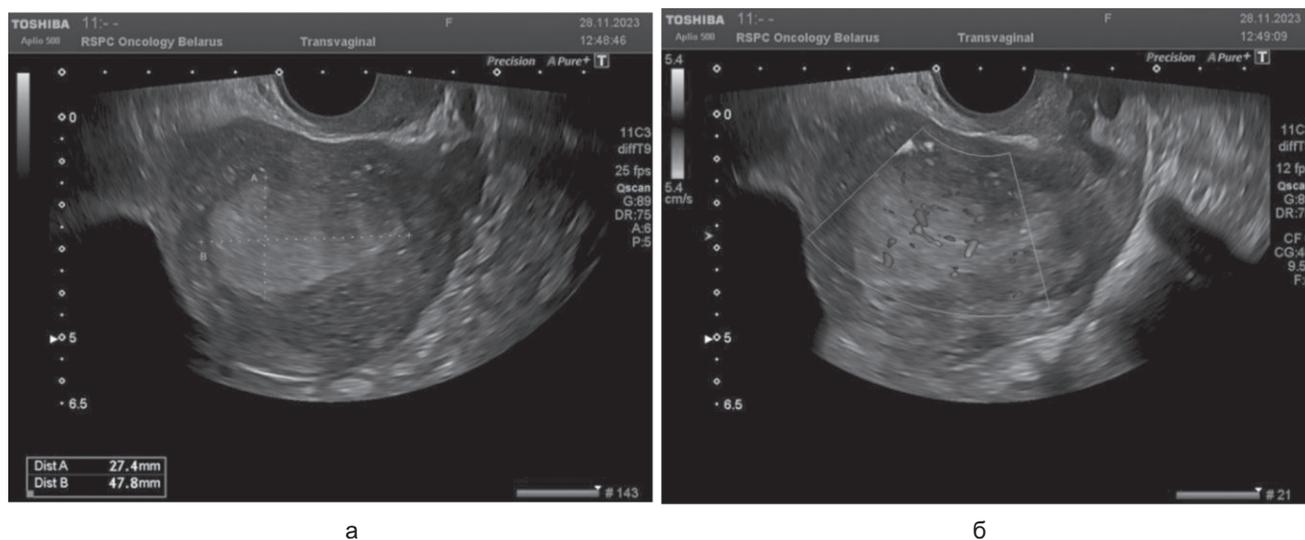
Рак эндометрия с инвазией в миометрий более 1/2 его толщины, ТВ УЗИ в В-режиме (пациентка Д.): а — продольное сечение матки; б — продольное сечение матки, режим ЦДК
